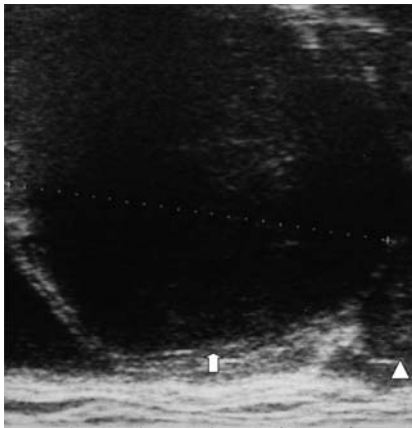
Transrectal ultrasonography showed a 59 cm³ hypoechoic mass (arrow) superior to prostate (arrow head).
